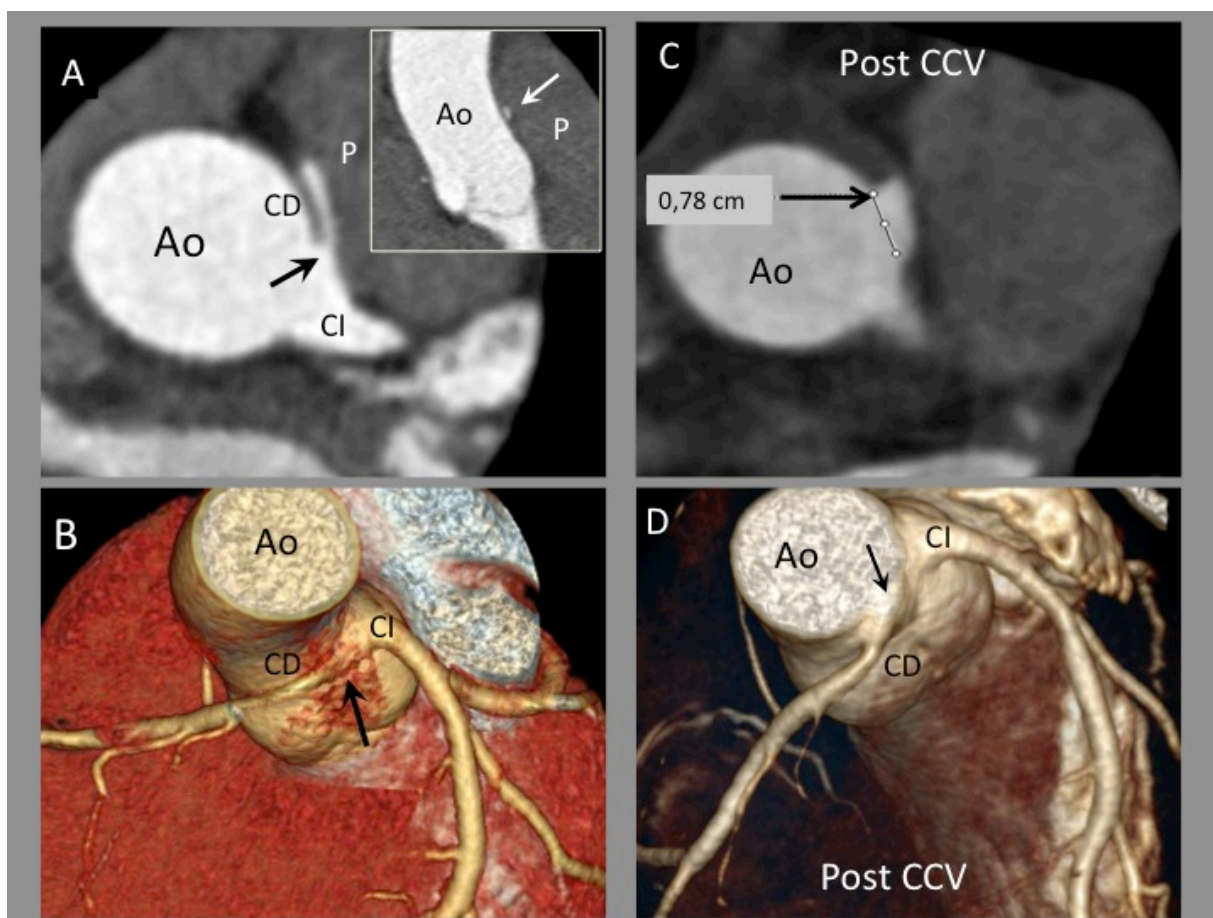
Caso 9 . ARCA. Angio-TAC coronario pre y post cirugía: A.- Salida anómala de CD desde seno de Valsalva izquierdo (flecha negra, nivel supra-pulmonar) con recorrido interarterial, trayecto intramural y orificio con morfología en Slit-like (flecha blanca). B.- Angio TAC post-Cirugía, donde se puede observar el “unroofing” realizado y el neo-ostium (flecha). C.- Reconstrucción 3D, con visión endoluminal (desde dentro de la raíz aórtica) que muestra el “unroofing” realizado. D.- Reconstrucción 3D que muestra la salida de la arteria coronaria anómala (flecha). E.- Reconstrucción 3D post Cirugía, que muestra “unroofing” (ya no hay trayecto intramural) y el neo-ostium (flecha). Ao: Aorta. P: Arteria pulmonar. CD: Coronaria derecha. CI: Coronaria izquierda. Post-CCV: Post cirugía cardíaca.
